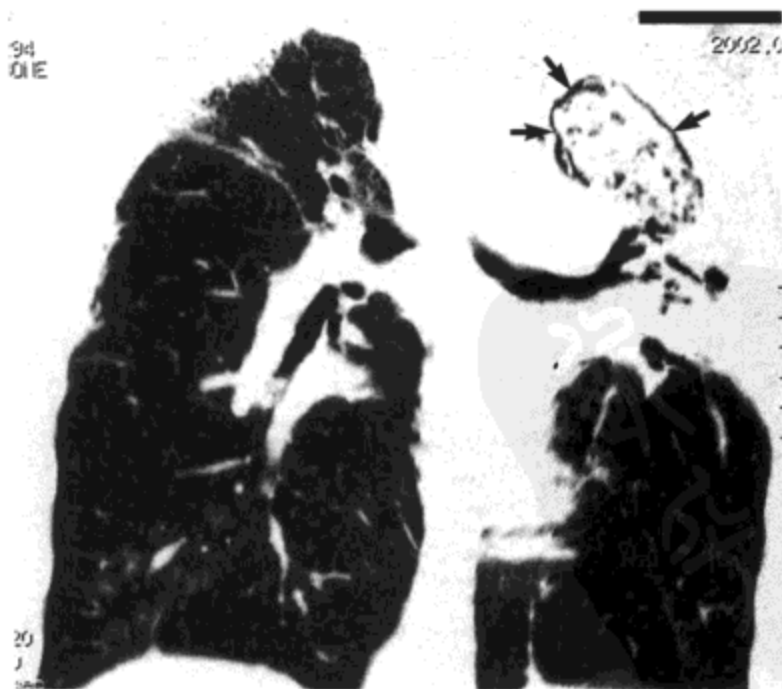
曲霉菌球。胸部高分辨率CT容积扫描冠状重组影像示一大型软组织肿块(箭号)位于左肺上叶的空洞内。曲霉菌球与空洞壁间可见新月形的气体。同时注意左上肺的支气管扩张与体积变小。病人男, 44岁, 反复咯血。
